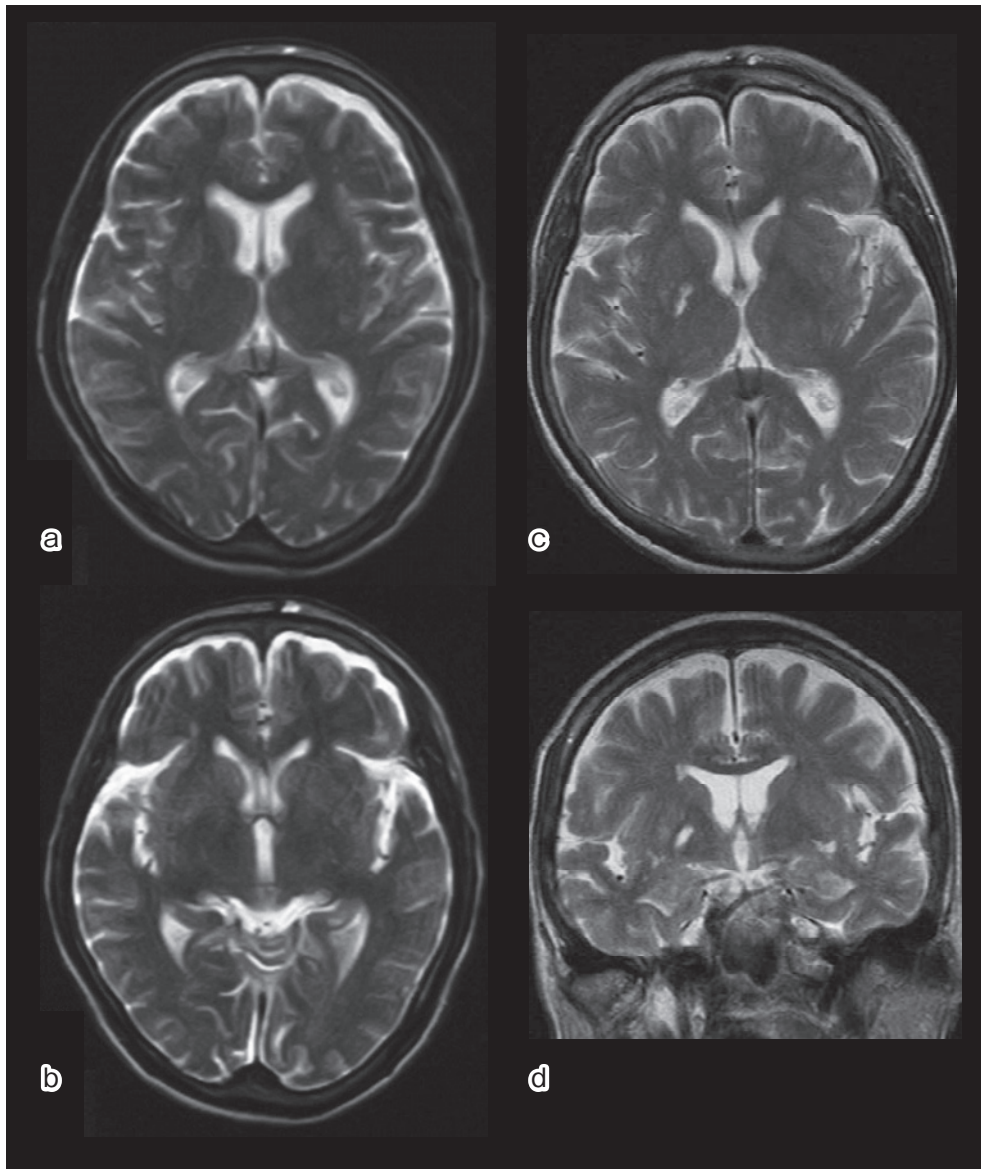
Brain MRI 2 months before admission (a, b) and on admission (c, d).
